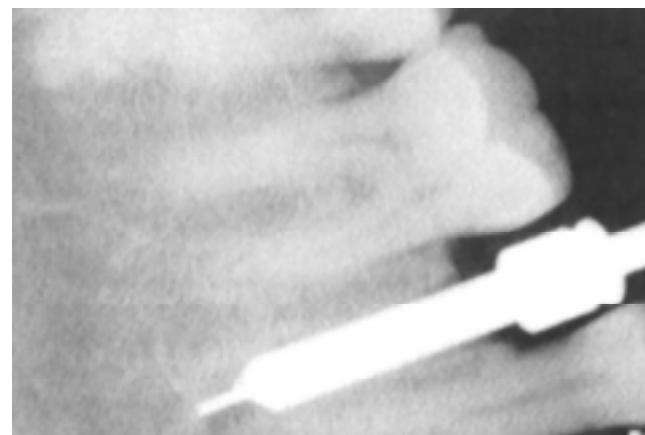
Radiografía posoperatoria del implante roscado.
